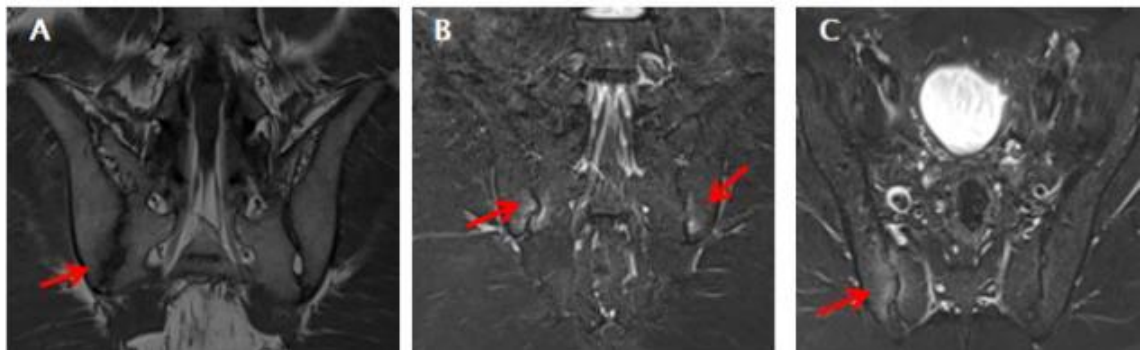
Images d'IRM des sacro-iliaques montrant une sacro-iliite avec œdème sous-chondral (Images IRM en coupes coronales T1 et coronales T2 STIR (B,C) montrant un hyposignal T1 et hypersignal T2 STIR des articulations sacro-iliaques (flèches rouges))
